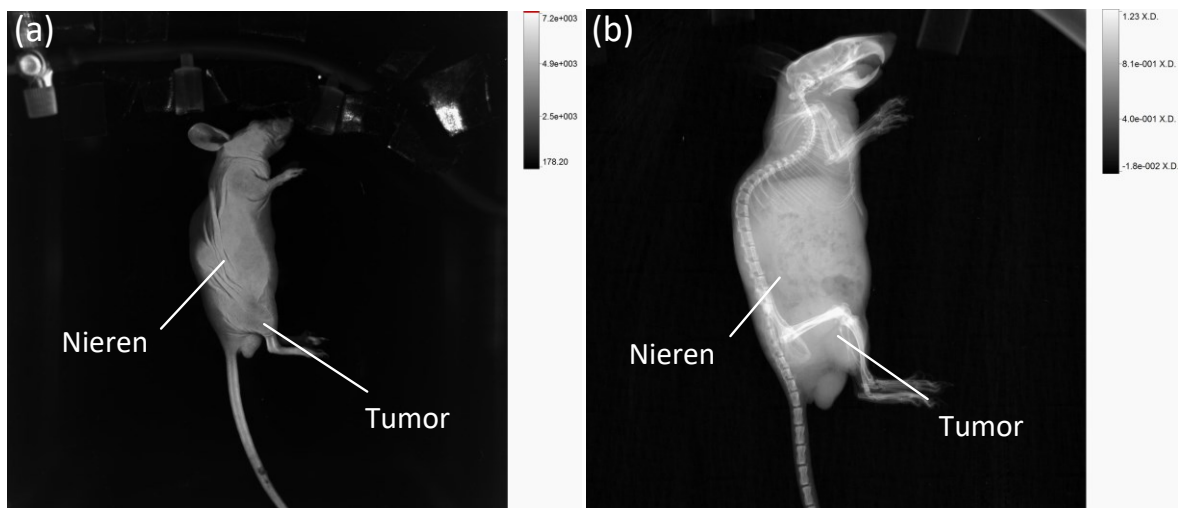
(a) Hellfeldabbildung von der linken Seite der Maus mit AuNP-SIDAG-LUG, 3 h p. i. unter Verwendung des In Vivo Xtreme Systems (b) Röntgenbild von der linken Seite der Maus 3 h p. i. unter Verwendung des In Vivo Xtreme Systems
